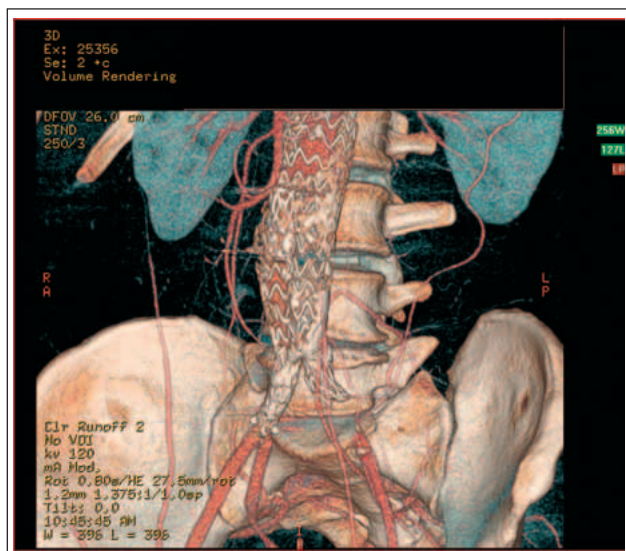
CT-angiographischer Nachweis des linksseitigen Verschlusses des Aortenstentgrafts (links).
